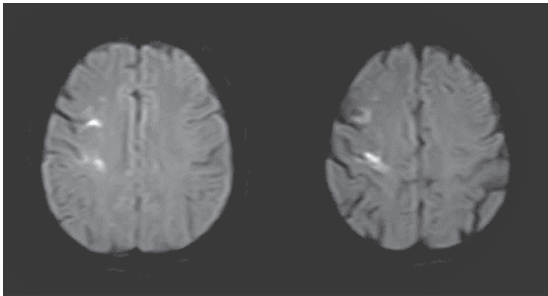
头 MRI 弥散可见右额叶下弥散受限信号
